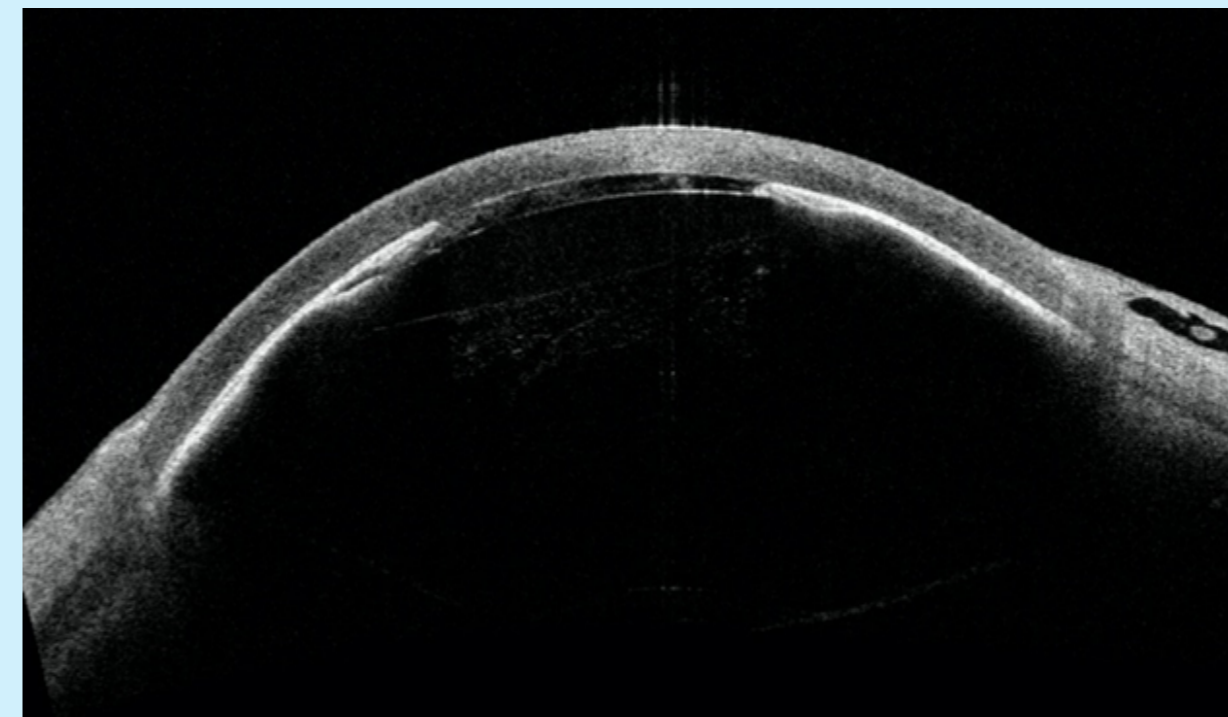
Tomografía coherencia óptica de segmento anterior (OCT-SA): atalamia grado 3, cuatro días después de implantación de XEN45.
